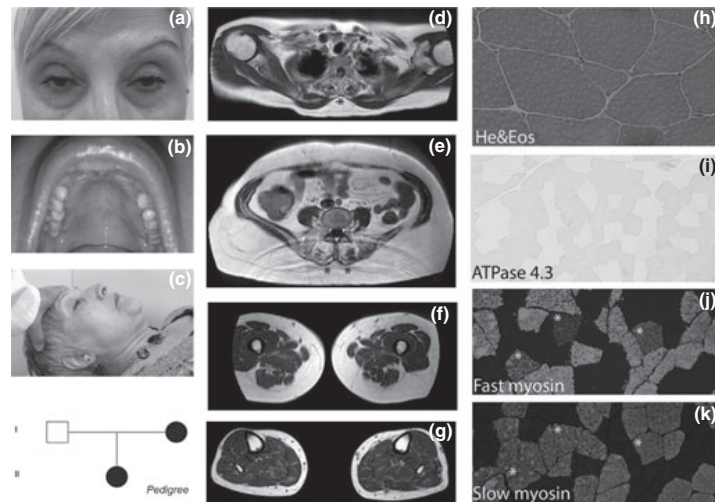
Clinical features, MRI and muscle biopsy of family 1. Clinical examination revealed bilateral symmetric ptosis (a), high arched palate (b) and cervical weakness (c). Muscle MRI showed atrophy of dorsal and lumbar paravertebral muscles (d, e) without involvement of thigh or leg muscles (f, g). Muscle biopsy showed some small fibers (h), predominant type I fibers (i) and many muscle fibers expressing both fast (j) and slow myosin (k).
